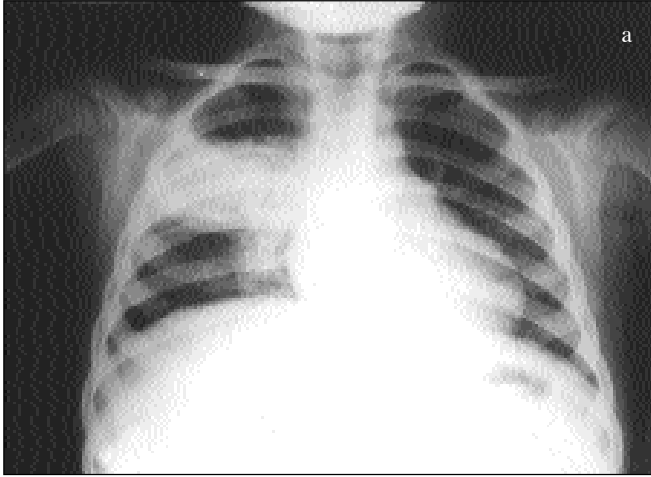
Altı yaşındaki olgunun, a. başvuru grafisinde sol hiler lenfadenopati; b. kontrol grafisinde hilusun normale döndüğü izlenmektedir.
